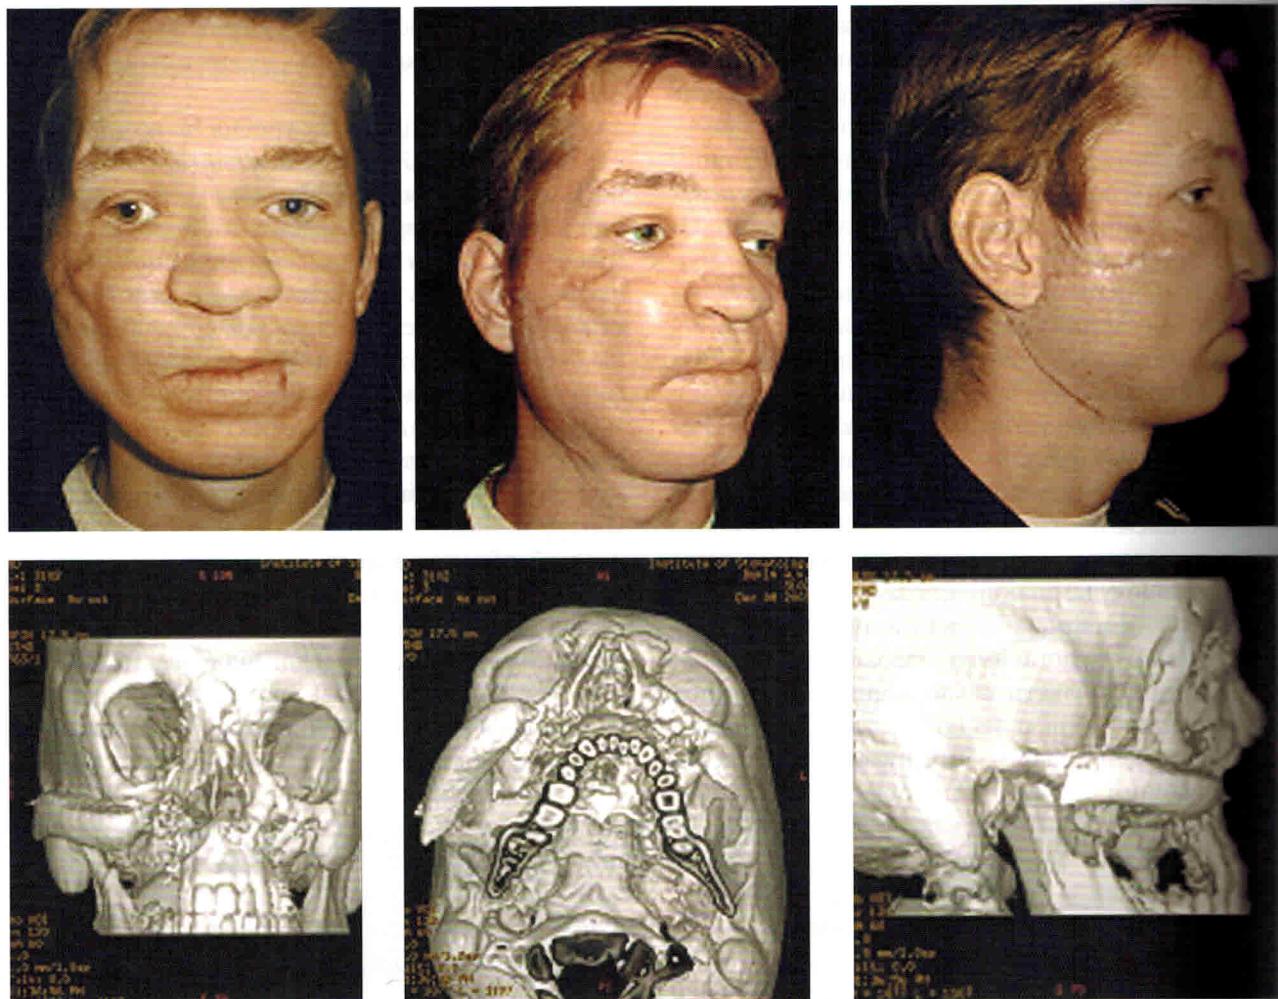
Внешний вид пациента и компьютерные томограммы после операции
